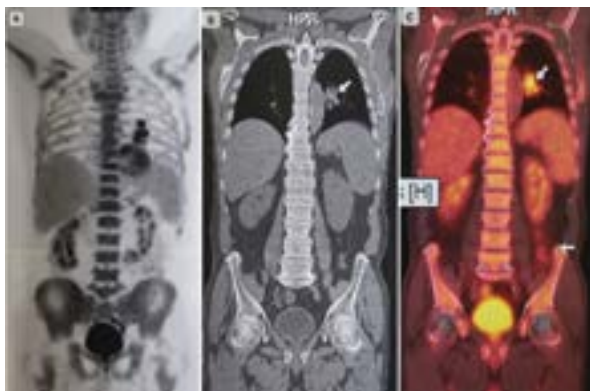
ПЕТ/КТ. Підвищене накопичення ^{18}F -ФДГ у кістковому мозку у хворого на рак легенів на тлі прийому препаратів заліза. А – 3D ПЕТ-реконструкція у фронтальній проєкції; В – КТ-реконструкція всього тіла у фронтальній проєкції на рівні середньої пахвової лінії; С – режим fusion ПЕТ/КТ у фронтальній проєкції. Відмічається рівномірне підвищення накопичення РФП у кістковому мозку, у проєкції кореня лівої легені відмічається об'ємне утворення (стрілка В, С) з вираженим накопиченням РФП [4, 6, 10, 18]
